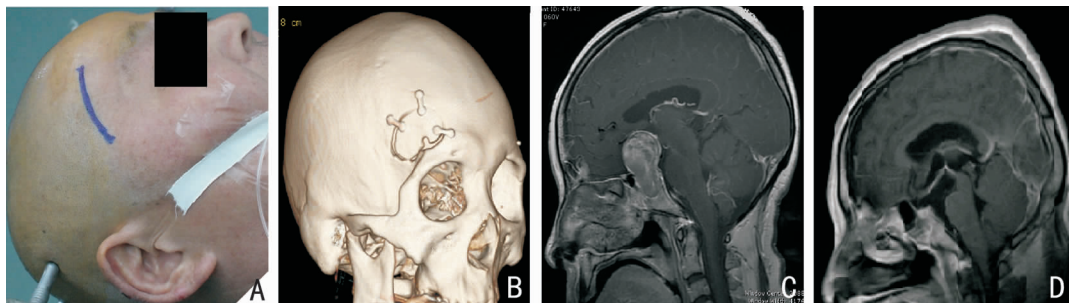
图 A 额外侧锁孔入路手术切口; 图 B CT 三维重建示额外侧锁孔入路骨瓣; 图 C 垂体瘤术前 MRI (T1 增强) 鞍区及鞍上高信号影, 蝶鞍扩大; 图 D 术后 MRI T1 鞍区及鞍上占位信号消失
